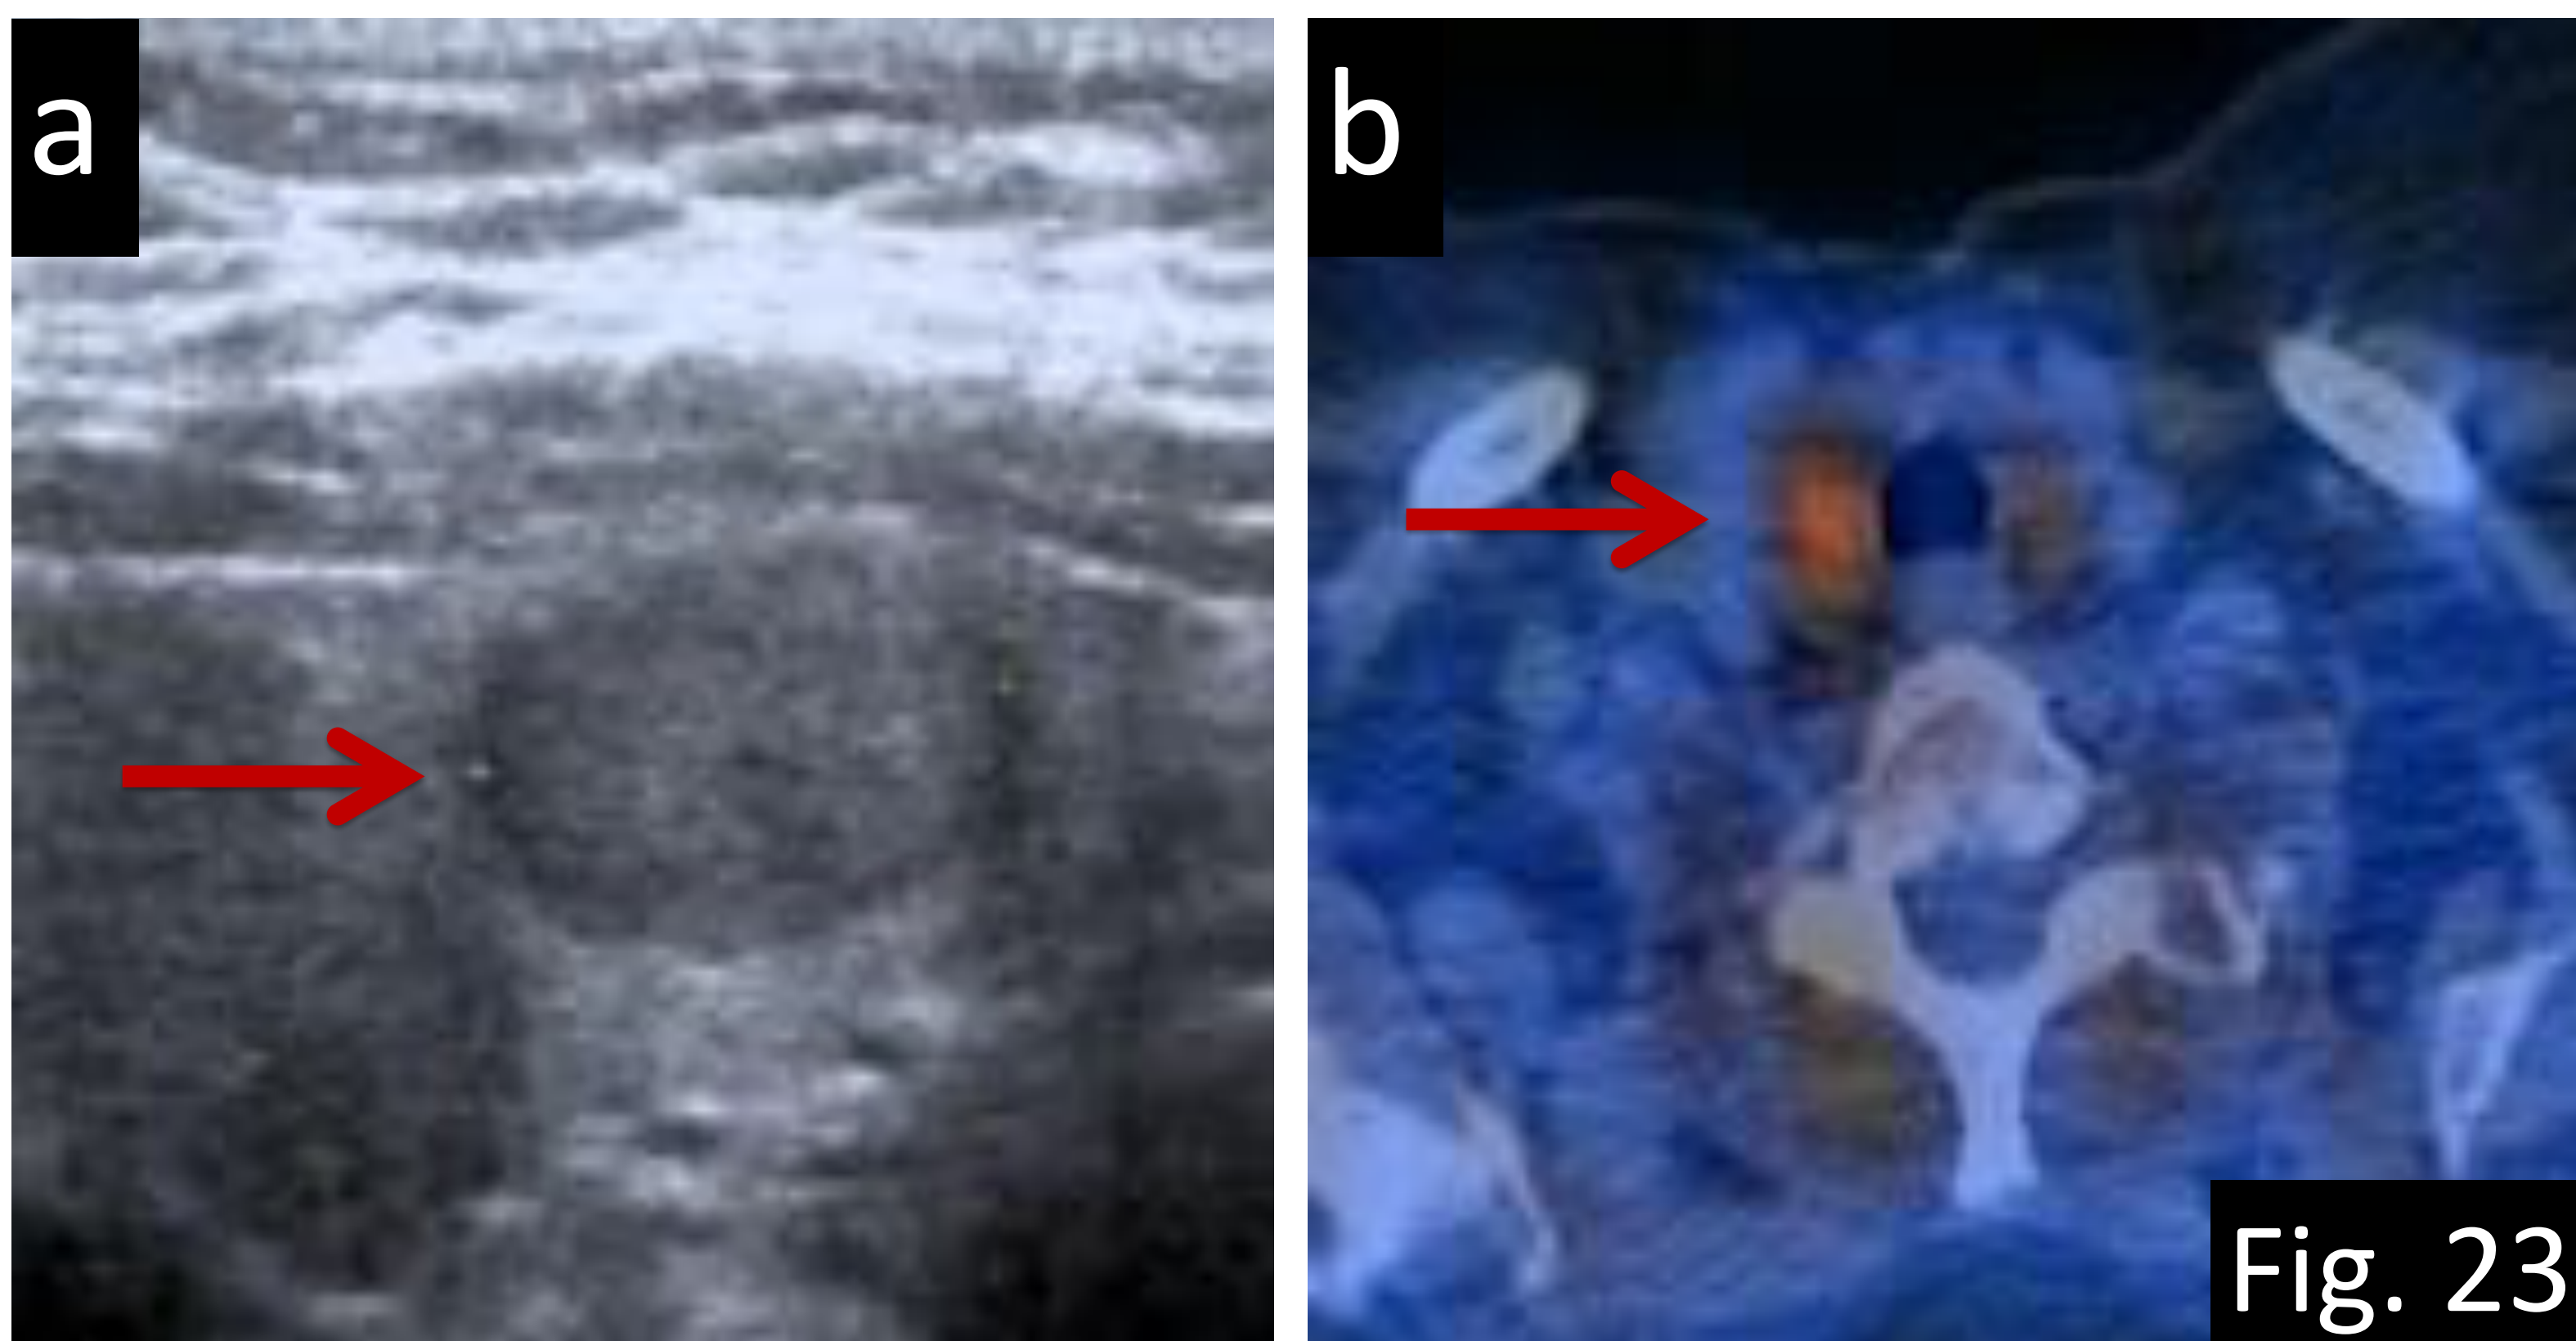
Ejemplo de error cognitivo (falta de conocimiento). a) Ecografía longitudinal de cuello donde se evidencia una lesión hipoeocogénica ovoide en el lóbulo tiroideo derecho que se malinterpretó como nódulo tiroideo. b) En el SPECT-TC se demuestra la captación asimétrica del radiotrazador que persiste tras el lavado del resto de la glándula tiroidea. En la gammagrafía 99 Tc- MIBI (no se muestran las imágenes) se vió un aumento de la captación en las fases tardías, sugerente de adenoma paratiroideo intratiroideo (flechas). Referencias: Departamento de Radiología Hospital Severo Ochoa, Madrid. España 2018.
